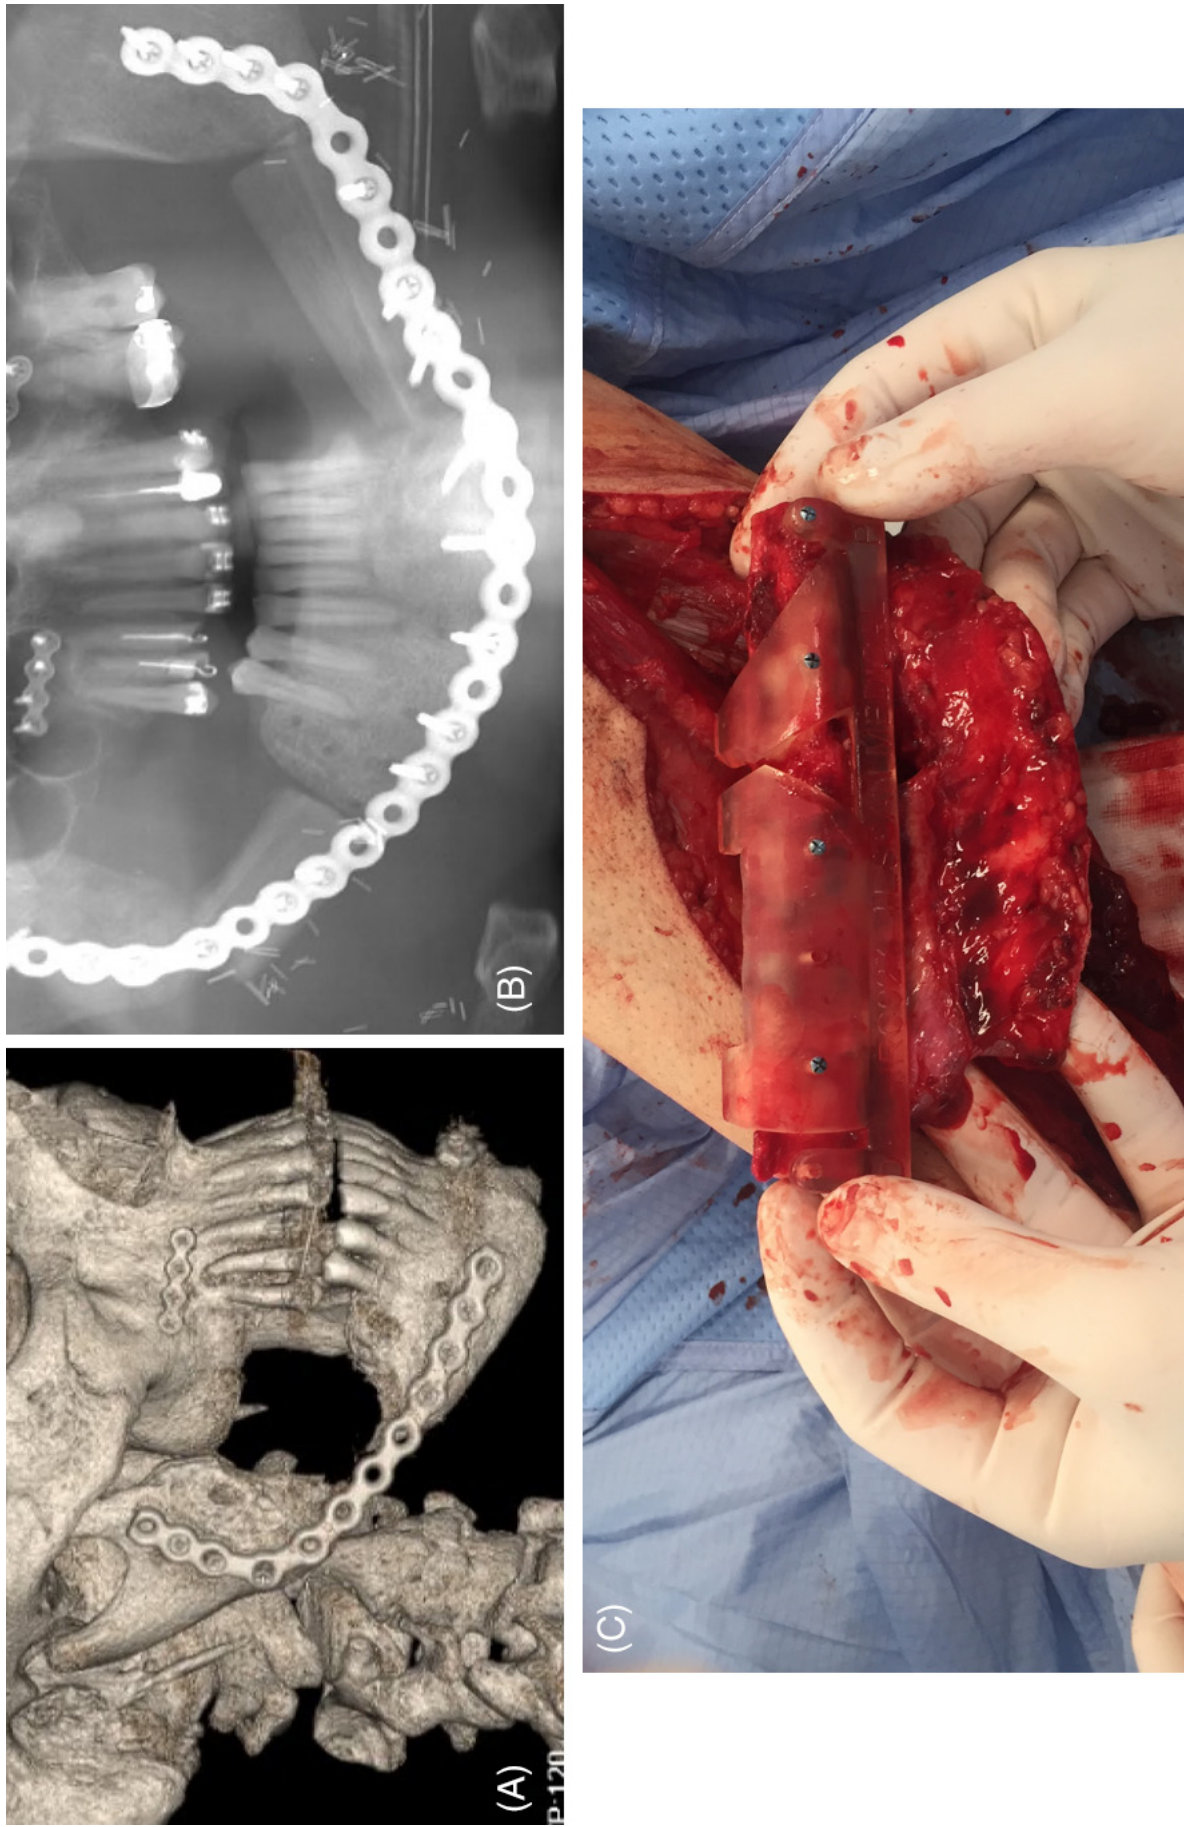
(a) Preoperative 3D CT reconstruction—extensive bilateral defects in pathological healed mandibular. (b) Postoperative X-ray image—bilateral reconstruction of bone with ante- and retro-grade anastomosis. (c) Preoperative application of cutting guide for precise resection of free fibula
